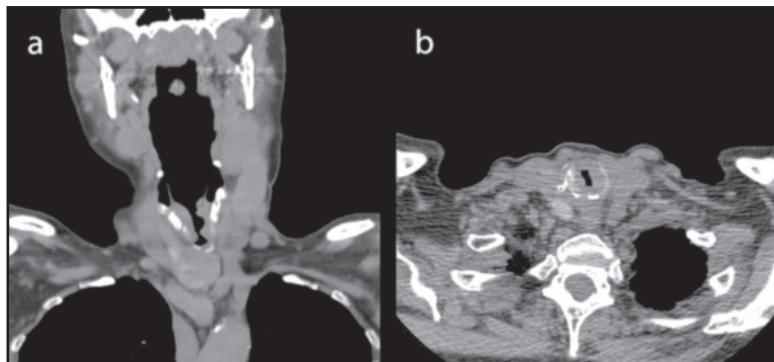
TC de cuello sin uso de medio de contraste. Corte coronal (a) y axial (b). Se observa engrosamiento irregular de paredes laríngeas a nivel de glotis y subglotis con disminución significativa del lumen de la vía respiratoria. Adicionalmente se observan linfadenopatías cervicales bilaterales.
